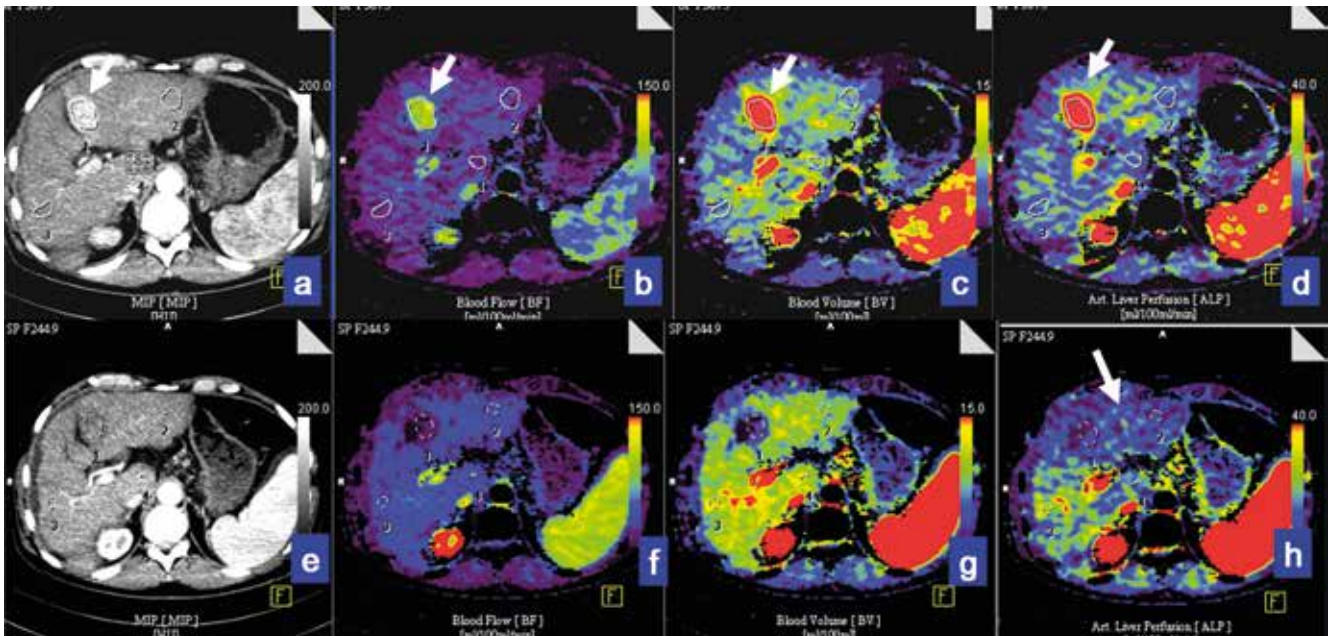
a-h Irreversible Ischämie. Volumenperfusions-CT der Leber (obere Reihe a-d) mit entsprechenden Farbkarten für Blutfluss (BF), Blutvolumen (BV) und arterielle Leberperfusion (ALP) mit Darstellung einer kräftig arterialisierten Läsion im Segment IV b (Pfeil). Untere Reihe zeigt die Leber-VPCT am Tag nach der TACE mit vollständiger Tumorembolisation (Perfusionsdefekt), homogener Leberperfusion in der BF- und BV-Farbkarte bei allerdings deutlich erniedrigtem Blutfluss in der ALP. Diese Veränderung entsprach einer dauerhaften Kollateralschädigung durch Embolisation unbeteiligter Leberarterien des linken Leberlappens. Im weiteren Verlauf hat sich die arterielle Durchblutung des linken Leberlappens nicht mehr normalisiert (nicht mit abgebildet).
